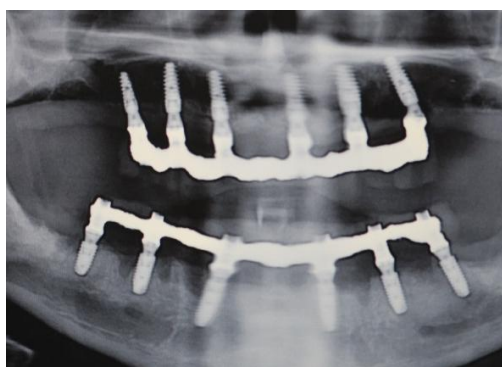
Radiographie panoramique pour le contrôle avec les bridges provisoires en place
